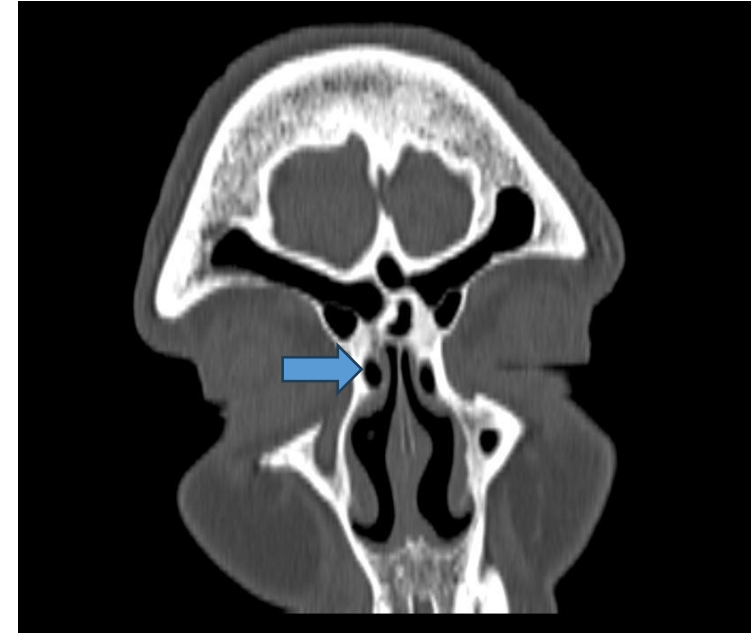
TC craneal reconstrucción coronal, mostrando ejemplo de celdillas de Agger nasi.
